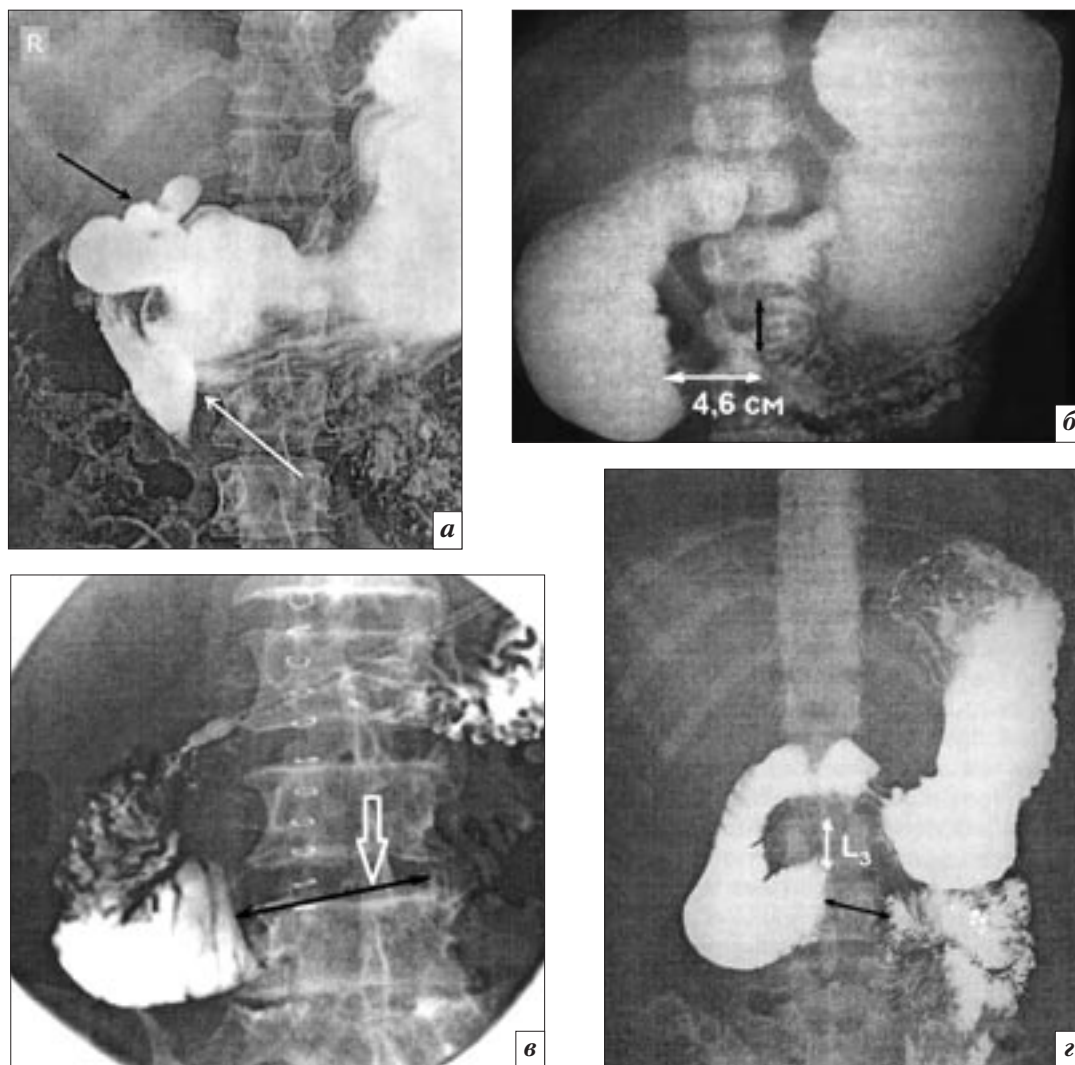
Рентгенограммы больных с СВБА: *а* – резкое сдавливание ДПК возникло справа от правого контура L_3 (белая стрелка), черной стрелкой отмечена язвенная деформация луковицы ДПК [30]; *б* – расстояние между сдавленной стенкой ДПК и средней линией позвоночника, где расположен аортомезентериальный угол, равно 4,6 см (белая стрелка), высота L_3 (черная стрелка) равна 2,5 см [31]; *в* – черной стрелкой обозначен рентгенонегативный участок длиной 5 см между контрастированным барием проксимальной расширенной частью ДПК и тощей кишкой нормальной ширины, белая стрелка указывает расположение ВБА [32]; *г* – рентгенонегативное расстояние между контрастированными сегментами третьей части ДПК, соответствующее узкому сегменту, равно высоте L_3 , то есть 2,5 см [33]
